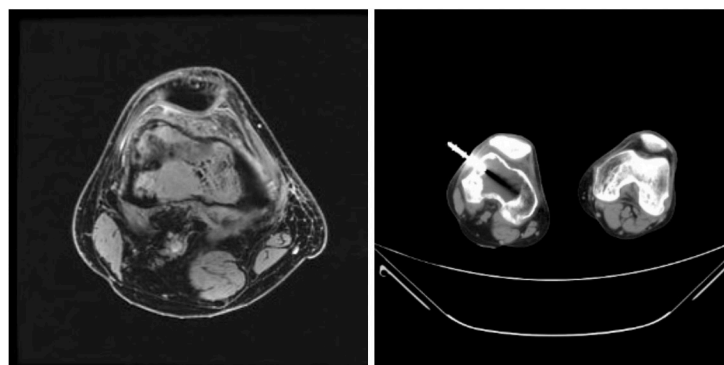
Cas 1 - IRM i Biòpsia guiada per TAC
